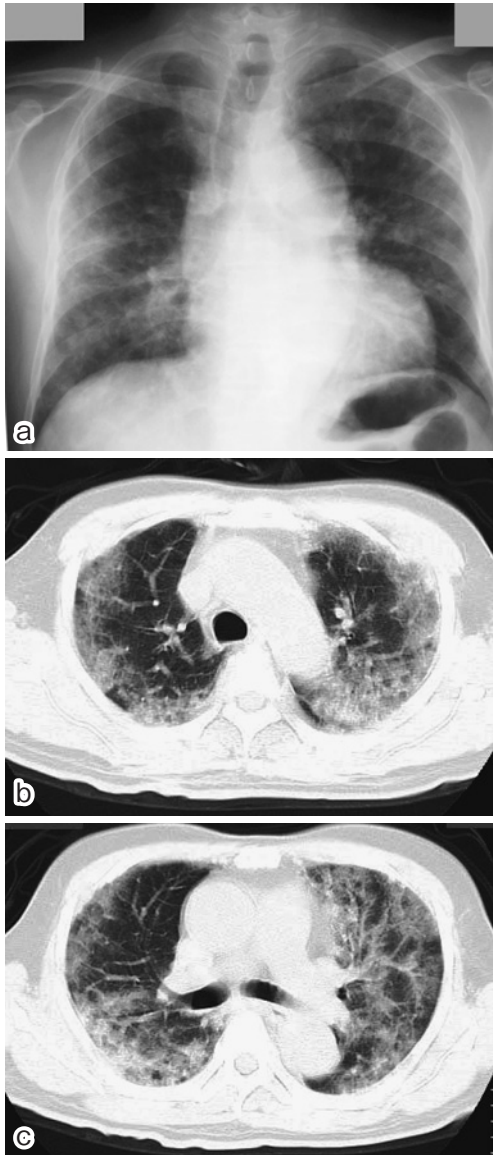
a: Chest roentgenogram on admission shows consolidations and reticular shadows in bilateral lung fields. b, c: Chest CT on admission shows consolidation involving subpleural or peribronchial areas, and ground-glass opacities in the bilateral lung fields.
